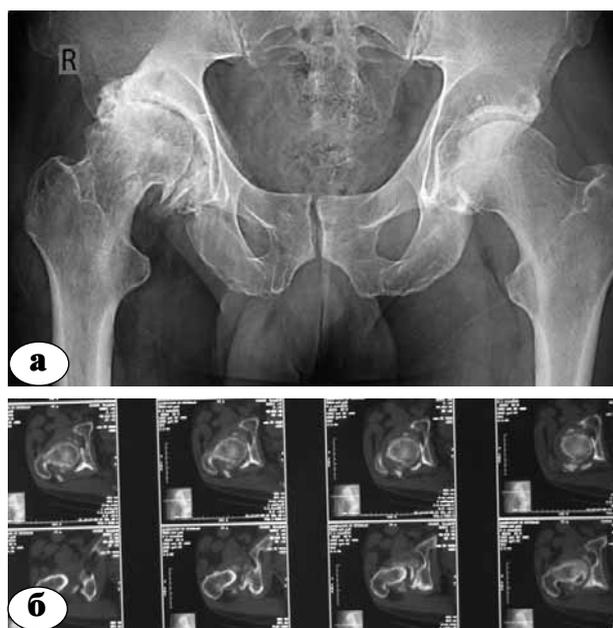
Тип 2б последствий переломов вертлужной впадины: а – обзорная рентгенограмма; б – КТ
